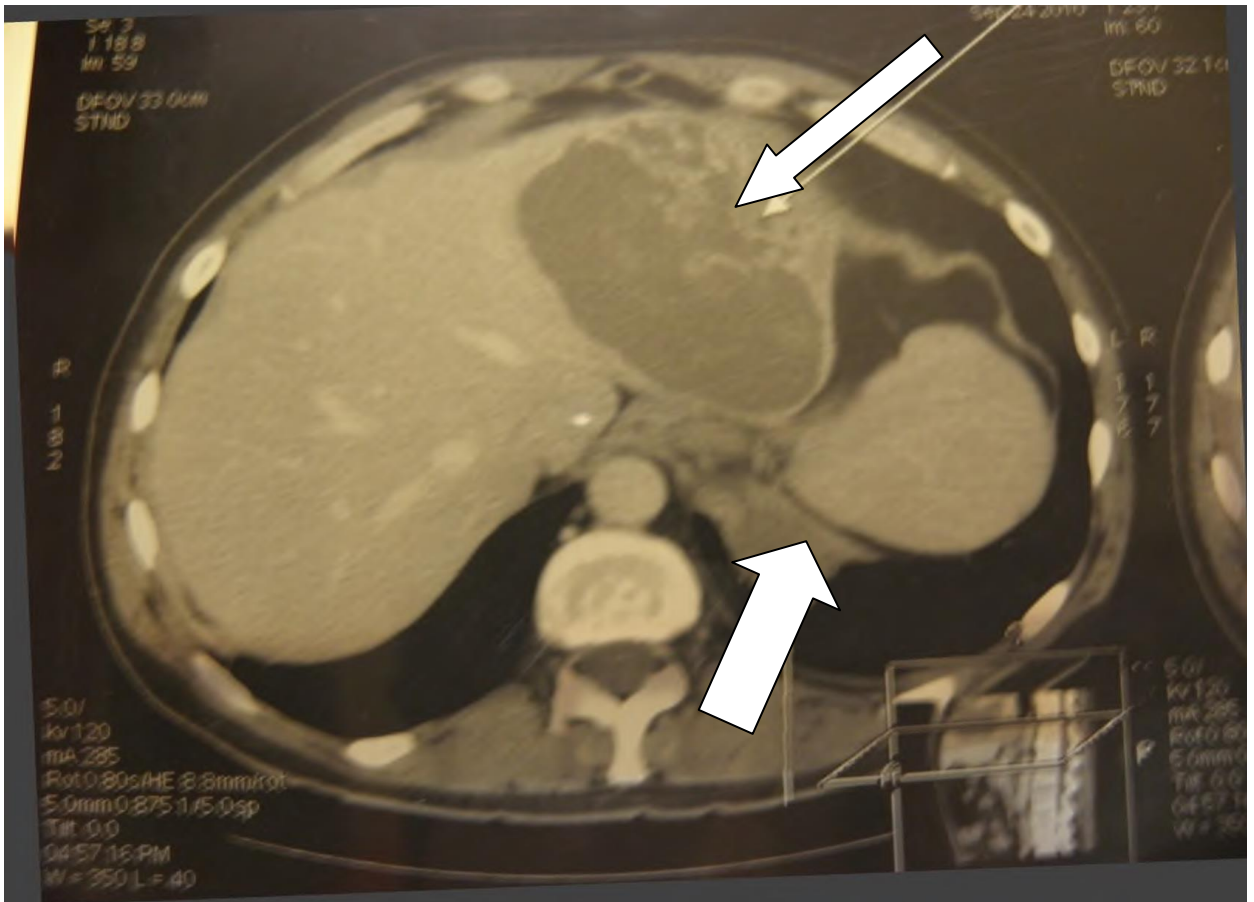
Компьютерная томограмма больного П. Картина абсцесса левой доли печени (стрелки).
